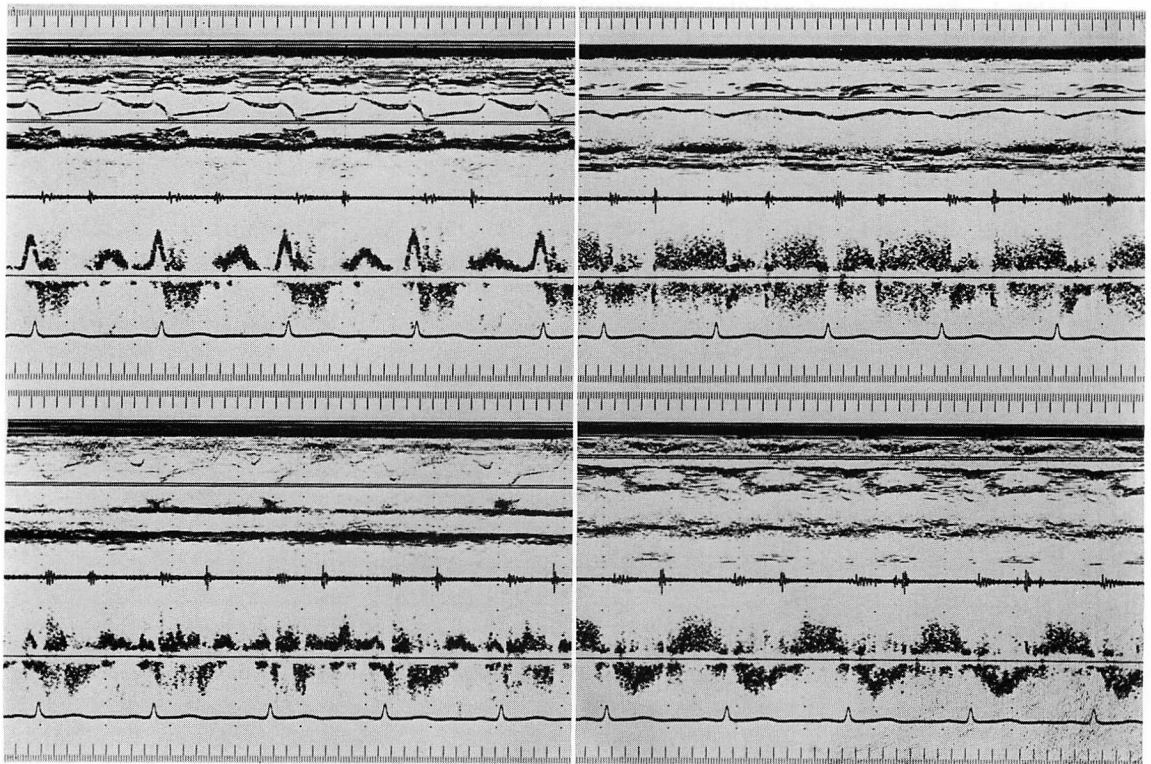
Pulsed Doppler echocardiograms of Case 1.
